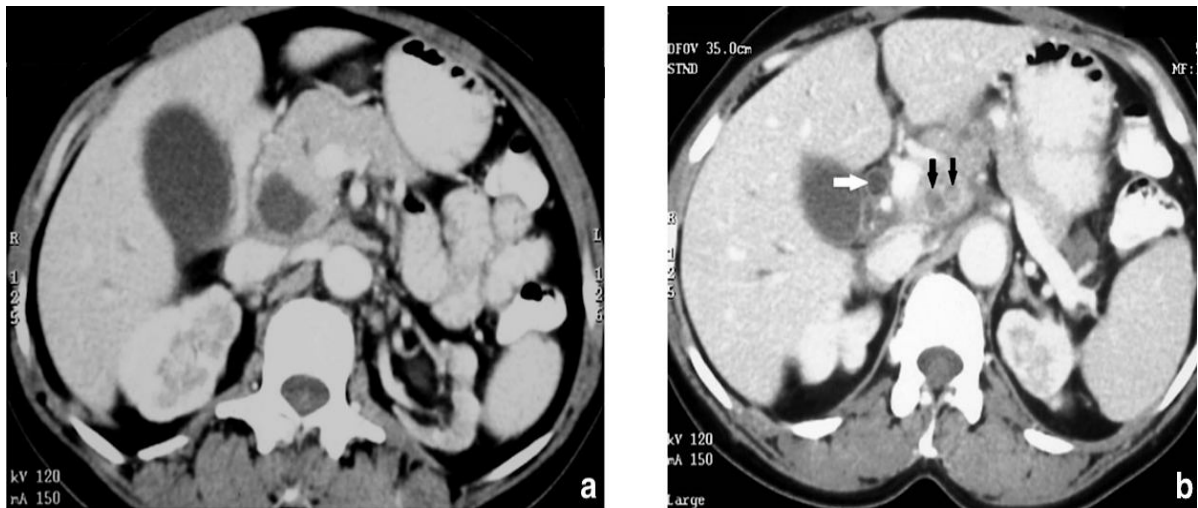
Coupes axiales d'une TDM abdominale après injection du PDC chez des patients atteints de tuberculose pancréatique, montrant :
